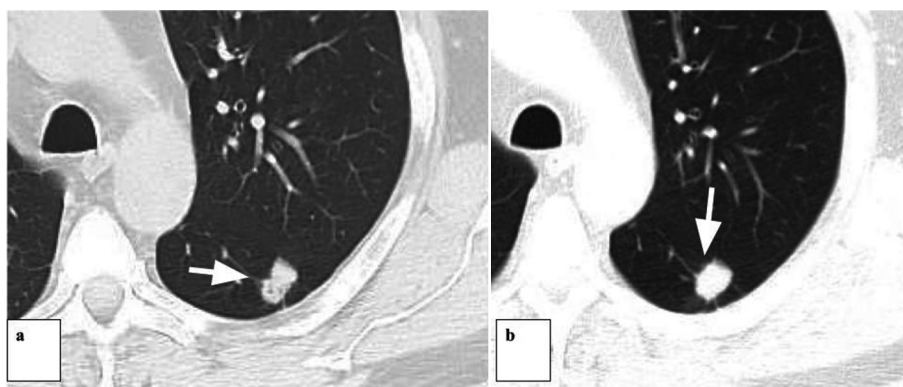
TC con ventana pulmonar (filtro óseo y alta resolución): Control de nódulo pulmonar del segmento apical del lóbulo inferior izquierdo. En (a) se visualiza componente grasa hipodenso (flecha). En el estudio posterior, un año después (b), se objetivó desaparición del contenido de baja densidad y un crecimiento moderado, con ligera modificación de la morfología y aparición de espiculado en los bordes (flecha), por lo que fue recategorizado como Lung-RADS 4A
